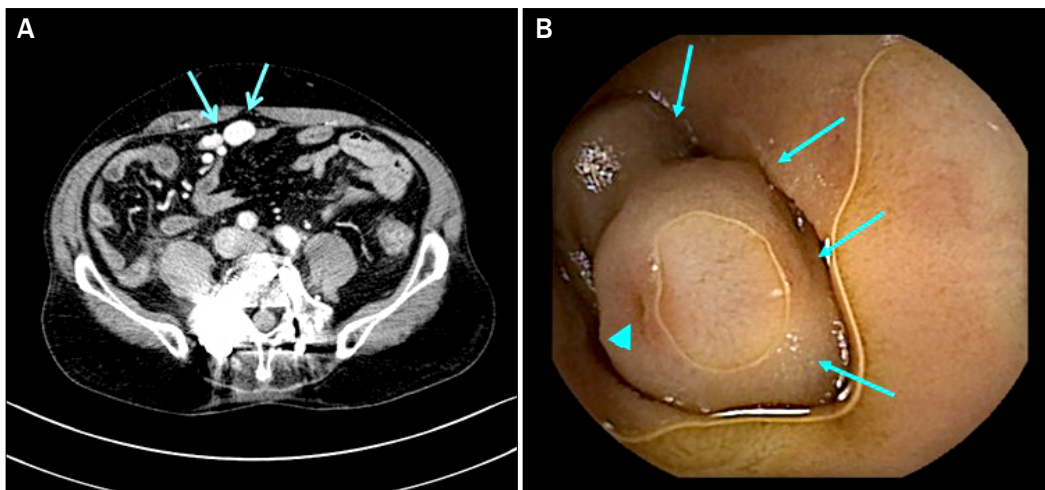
(A) Jejunal varices (arrows) were observed on the portal phase of CT scan. (B) Small bowel video capsule endoscopy revealed a dumbbell-shaped varix (arrows). A dimple on the surface (arrowhead) is suggestive of a recent bleeding stigma.
